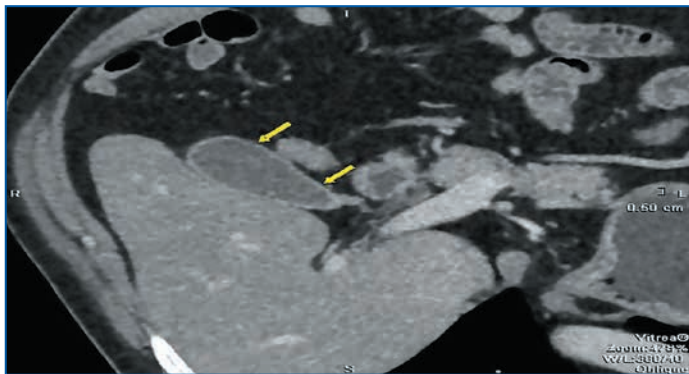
Данные МСКТ пациентки П., 37 лет, после курса лечения: желчный пузырь обычных размеров (стрелки), содержимое однородное, рентгеноконтрастных конкрементов нет (плотность желчи 12 HU)
